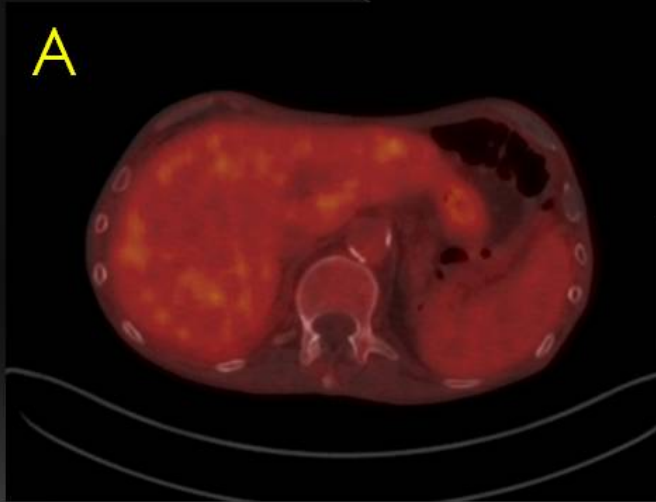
Imagen axial de fusión PET/TC (A) y coronal PET (B) que muestran las captaciones fisiológicas del hígado y bazo.
